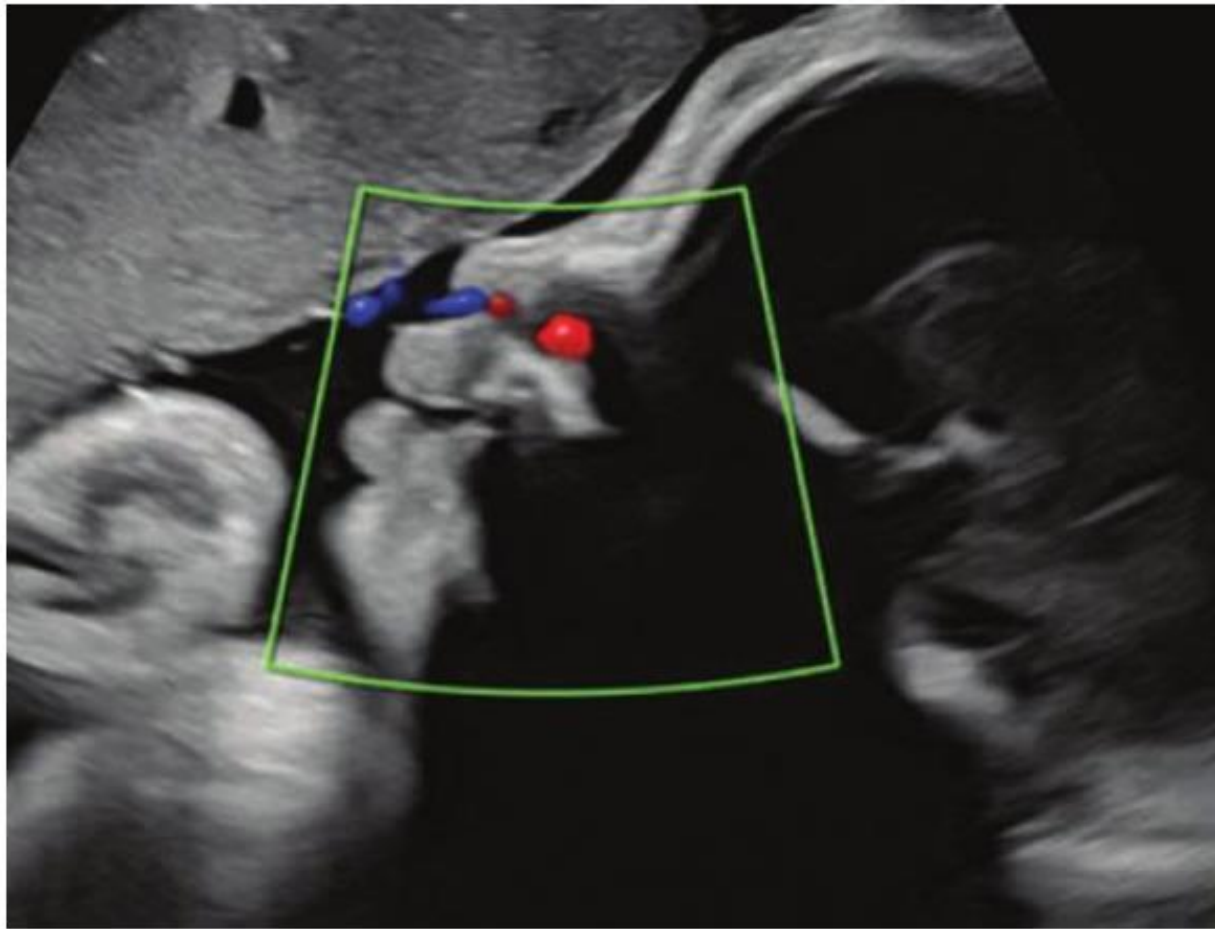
A sagittal color Doppler image displays the movement of amniotic fluid through the nares during fetal breathing.
